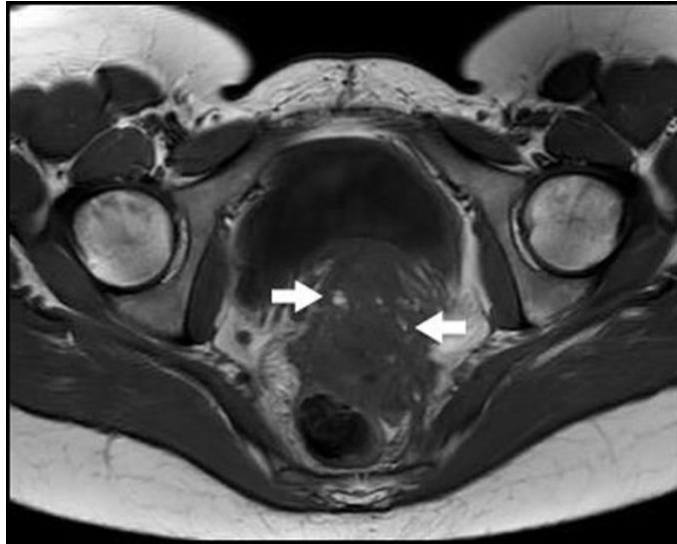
IRM montrant une lésion infiltrante au niveau recto-vaginal (36).
